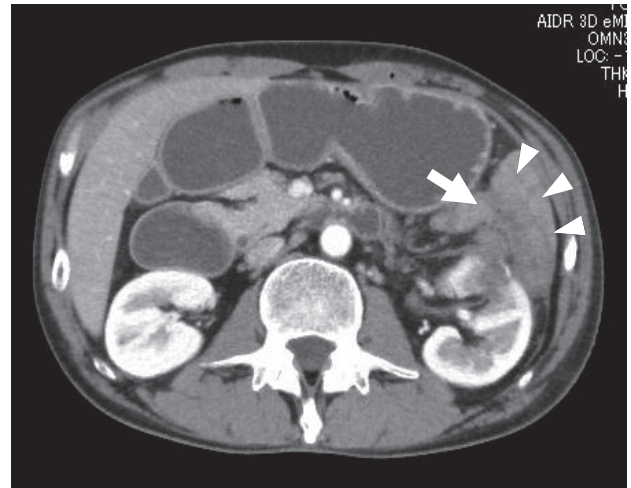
Contrast-enhanced CT imaging (early phase) taken prior to laparoscopic left partial nephrectomy
